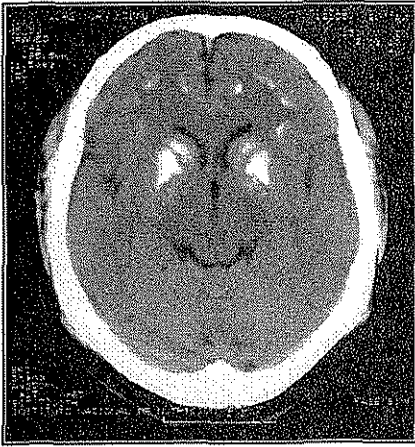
Tomografía craneal sin contraste, corte axial a nivel de los ganglios basales, en paciente con CPEO, en la que se observan calcificaciones en globus pallidus, brazo anterior y posterior de cápsula interna y sustancia blanca frontal.
